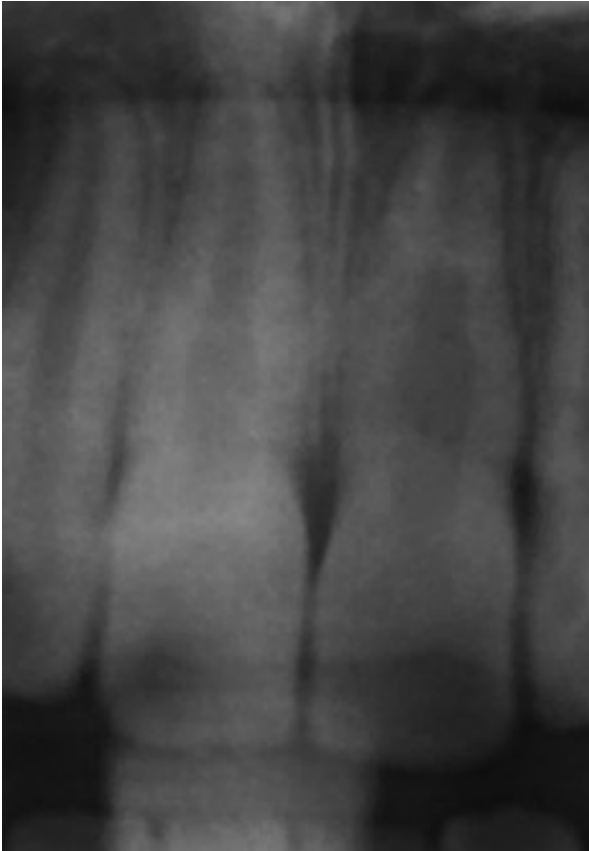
Röntgenausschnitt zweier zentraler Schneidezähne mit pipettenförmiger Wurzelform bei Zahn 11 und 21
